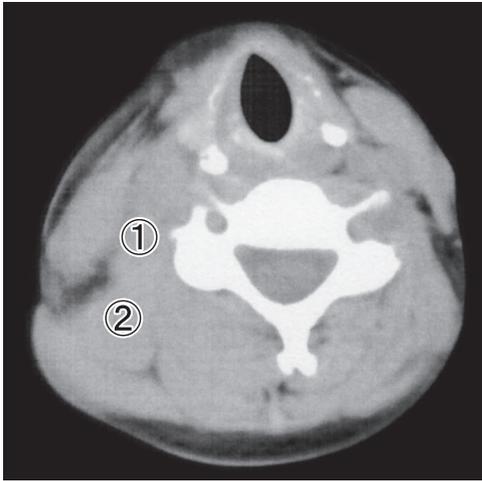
Hypertrophic muscles observed in focal cervical dystonia. Muscle CT showed hypertrophic change of both right scalene muscles (①) and levator scapulae muscle (②) that produced to right laterocollis and right shoulder elevation.
